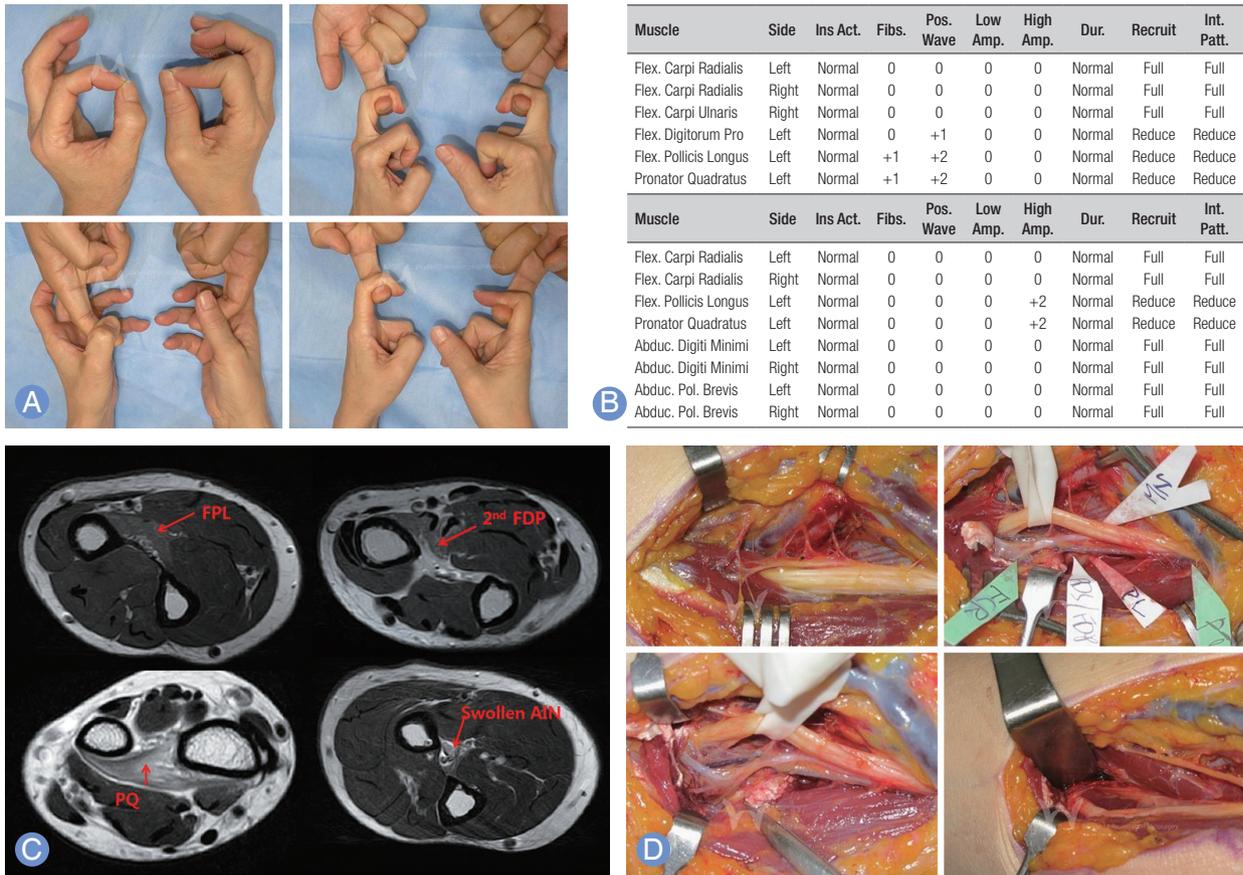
In 12th case, a 53-year-old man hurt by conveyor belt could not flex interphalangeal joint of thumb and distal interphalangeal joint of index finger in right hand. (A) When he visited the out-patient clinic, he didn't make an 'O' sign in the right hand. The power of interphalangeal joint of thumb and distal interphalangeal joint of index finger was decreased. (B) His electromyography test showed weakness of flexor pollicis longus of thumb, flexor digitorum profundus of index finger and pronator quadratus. (C) Magnetic resonance axial images showed high signal intensity of edema in flexor pollicis longus of thumb, flexor digitorum profundus of index finger and pronator quadratus. AIN was also swollen. (D) He took an operation at 3 months. During operation, the finding was swelled anterior interosseous nerve. After operation, he recovered at 9 months. Ins Act., insertional activities; Fibs., fibrillation; Pos. Wave, positive wave; Low Amp., low amplitude; High Amp., high amplitude; Dur., duration; Int. Patt., interference pattern; Flex. Carpi Radialis, flexor carpi radialis; Flex. Carpi Ulnaris, flexor carpi ulnaris; Flex. Digitorum Pro, flexor digitorum profundus; Flex. Pollicis Longus, flexor pollicis longus; Abduc. Digiti Minimi, abductor digiti minimi; Abduc. Pol. Brevis, abductor pollicis brevis; FPL, flexor pollicis longus of thumb; 2nd FDP, flexor digitorum profundus of index finger of index finger; PQ, pronator quadratus; AIN, anterior interosseous nerve syndrome.
